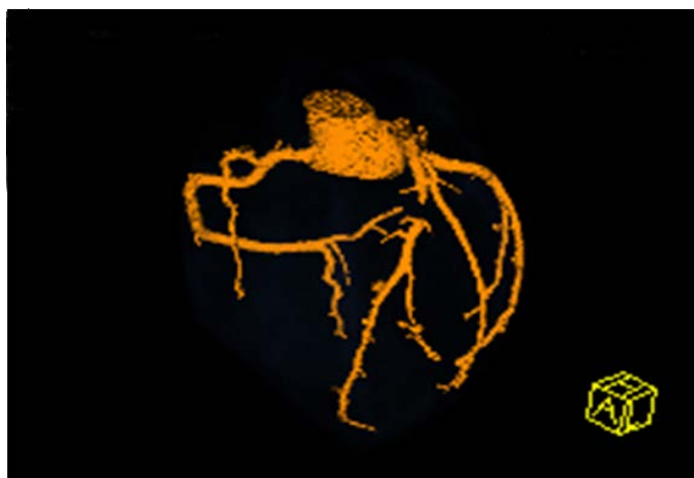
Angio-TC: obstrução proximal da artéria descendente anterior que recebe circulação colateral da artéria coronária direita e artéria coronária circunflexa.
